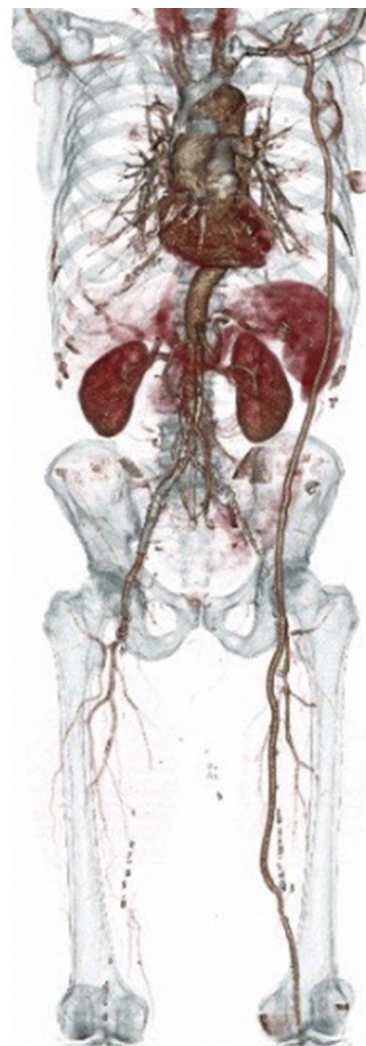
Angiotomografía con reconstrucción 3D.
